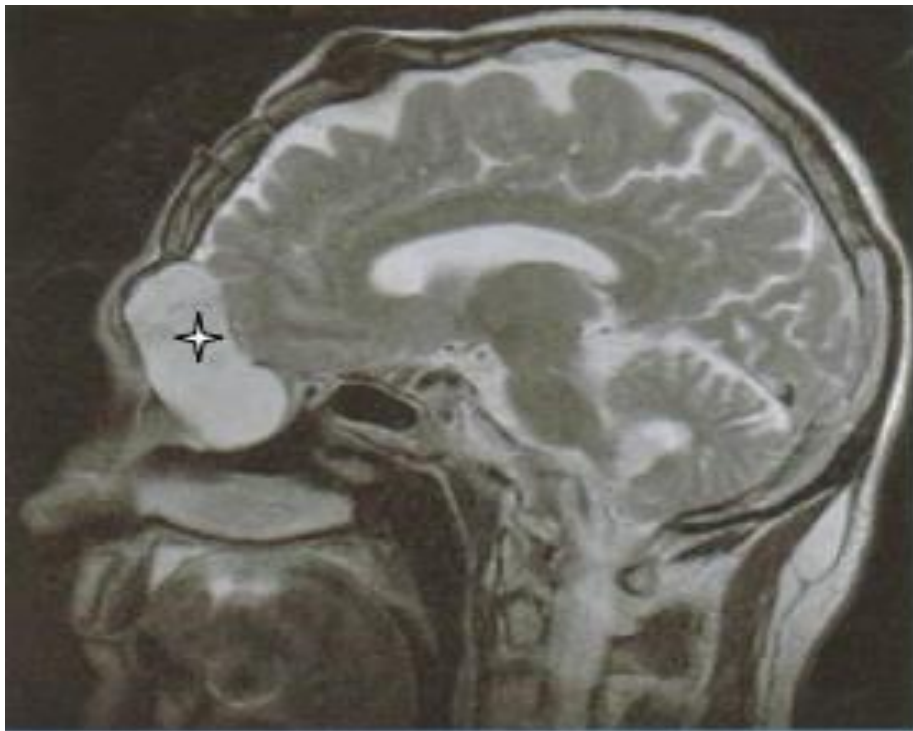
IRM en coupe sagittale : Mucocèle fronto-ethmoïdale [101]
